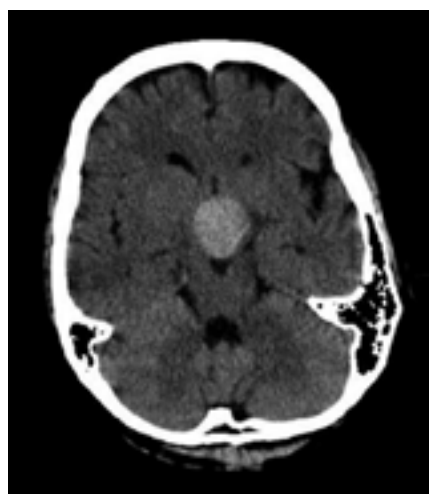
Tomografia computadorizada de crânio em apoplexia hipofisária na fase aguda. A região hiperdensa representa hemorragia dentro de um adenoma hipofisário preexistente. Fonte: Berg ¹².
